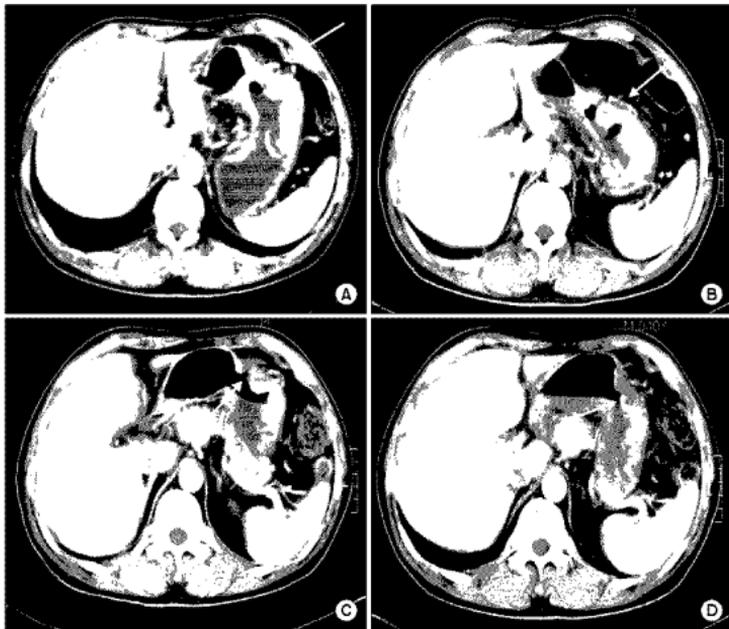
Abdominal computed tomographic finding of case 1 patient. A depth of stomach cancer is gradually decreased with chemotherapy. (A) Initial abdominal CT, depth of tumor: about 3.2 cm. (B) After 3rd chemotherapy, depth of tumor: about 2.8 cm. (C) After 6th chemotherapy, depth of tumor: 1.8 cm. (D) After 9th chemotherapy, depth of tumor: 1.4 cm.
